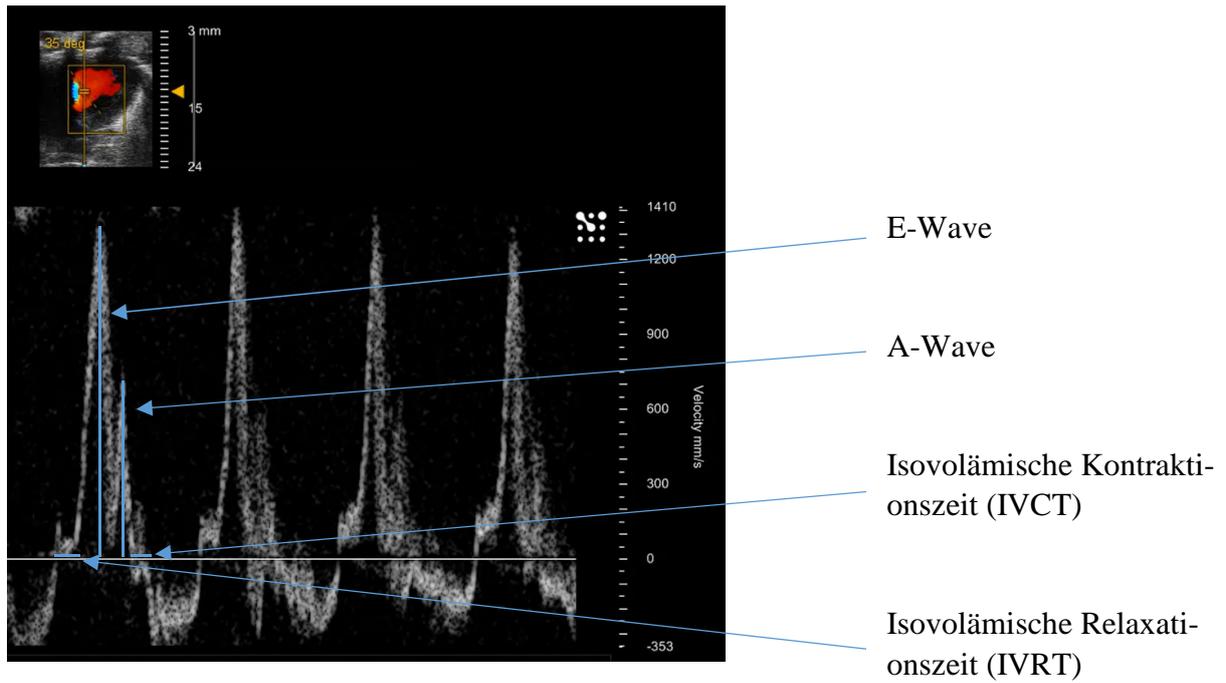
4 Kammerblick, Messung der Flussgeschwindigkeit über der Mitralklappe mittels Puls-Wave-Doppler
